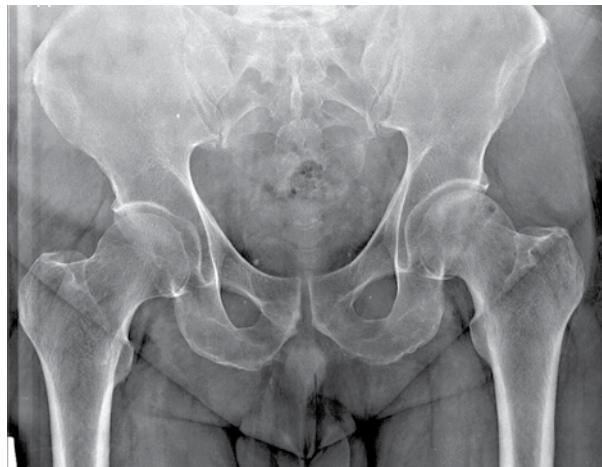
Рентгенограмма таза при сакроилиите второй стадии
